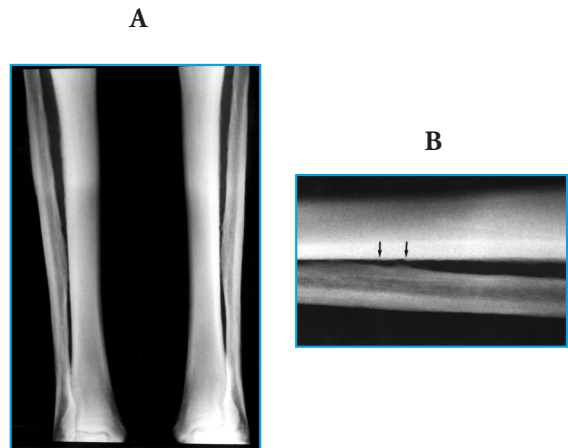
A) Radiografia dos ossos da perna em AP, mostrando espessamento cortical e periostose. B) Detalhe da radiografia anterior, mostrando proliferação periosteal na tíbia e na fíbula esquerdas (setas).
